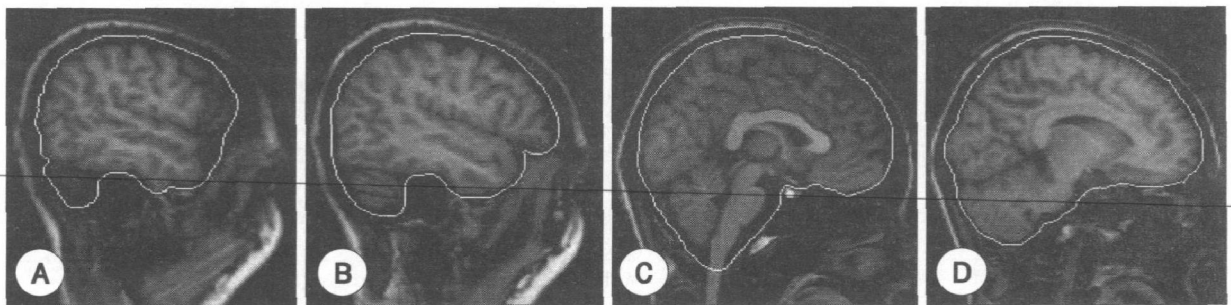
The boundary of Intracranial volume(ICV) in sagittal MR images. The cerebrum, cerebellum and midbrain were included for the ICV volume. Lateral limits of the ICV was defined as the right- and left-most slices of the brain parenchyma on sagittal images, while the lower tip of the cerebellum as the lower limit.
